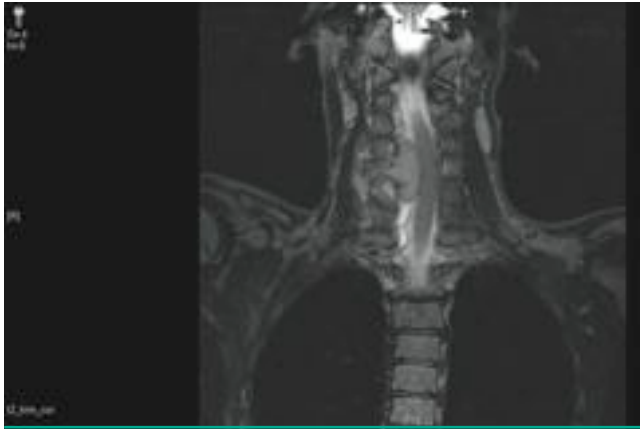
MRT der HWS präoperativ.
